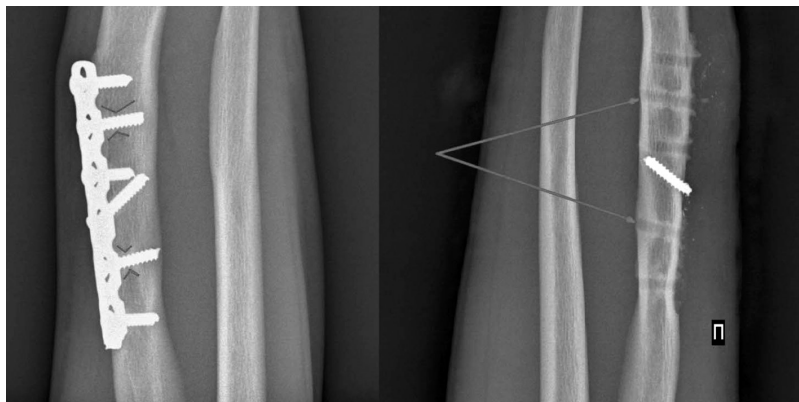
Рентген-признак «песочных часов» в средней трети правой лучевой кости до операции (слева, выделено красными линиями) и после операции (справа, обозначено красными стрелками)
